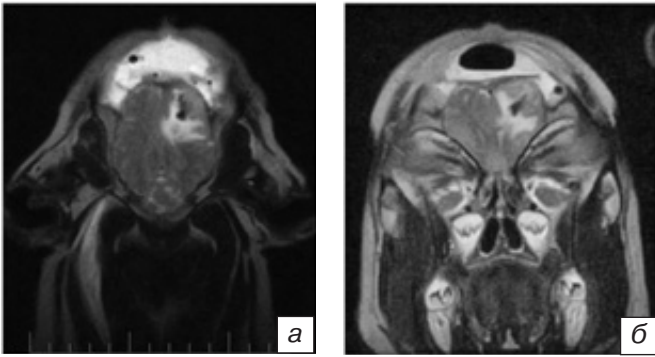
МРТ головного мозга свиньи через 3 дня после криодеструкции: *a* — T2-взвешенное изображение, аксиальная проекция; *b* — T2-взвешенное изображение, коронарная проекция.
